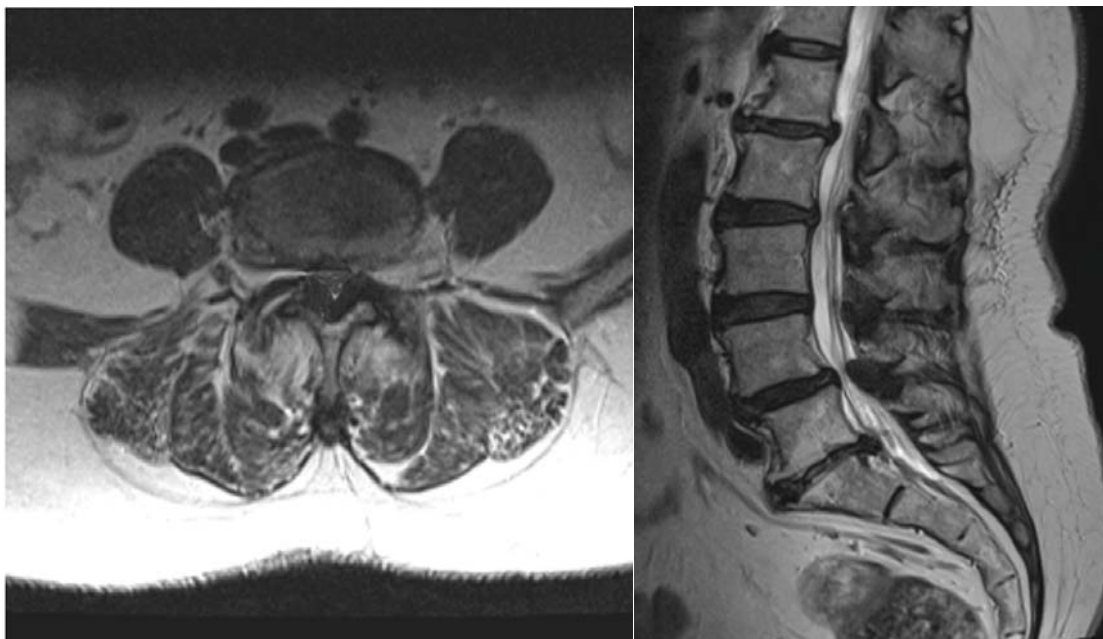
МРТ-изображения поясничного отдела позвоночника
